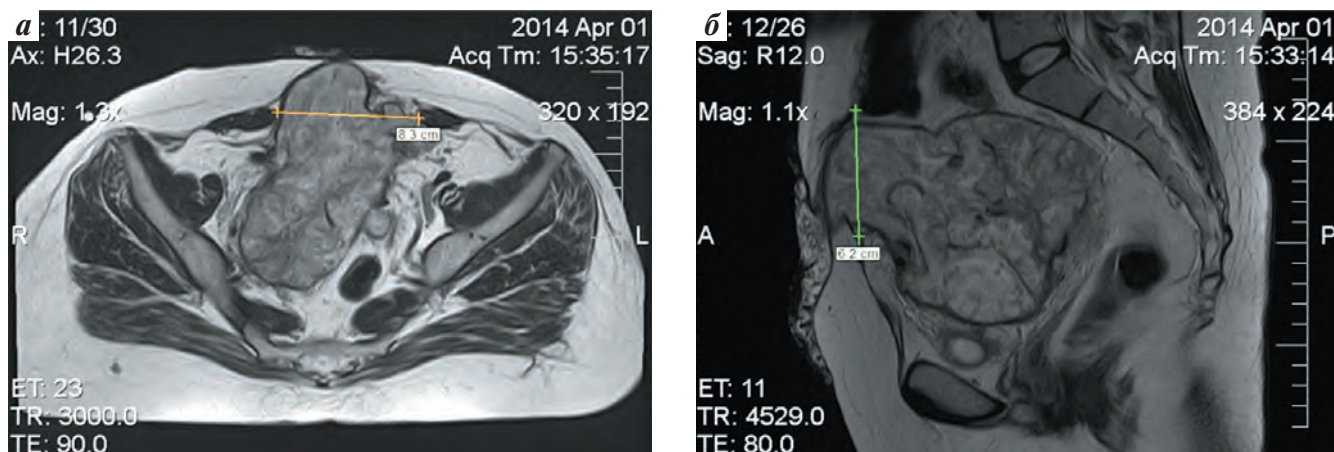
МРТ малого таза: а — аксиальный снимок (врастание опухоли в переднюю брюшную стенку, размер опухоли 8,3 см — указано линией); б — сагиттальный снимок (размер опухоли 6,2 см — указано линией)
